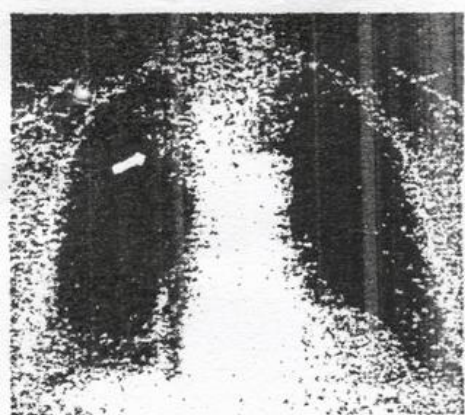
На фронтальной рентгенограмме стрелкой указаны четкие контуры доброкачественной опухоли средостения (шейно-медиастинальный зоб).
